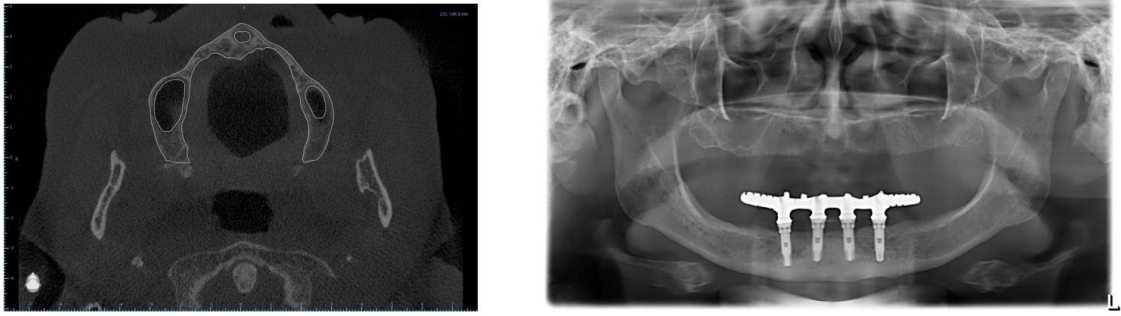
A. Tomografia Cone Bean Inicial; B. Rx Panorâmico Inicial.
